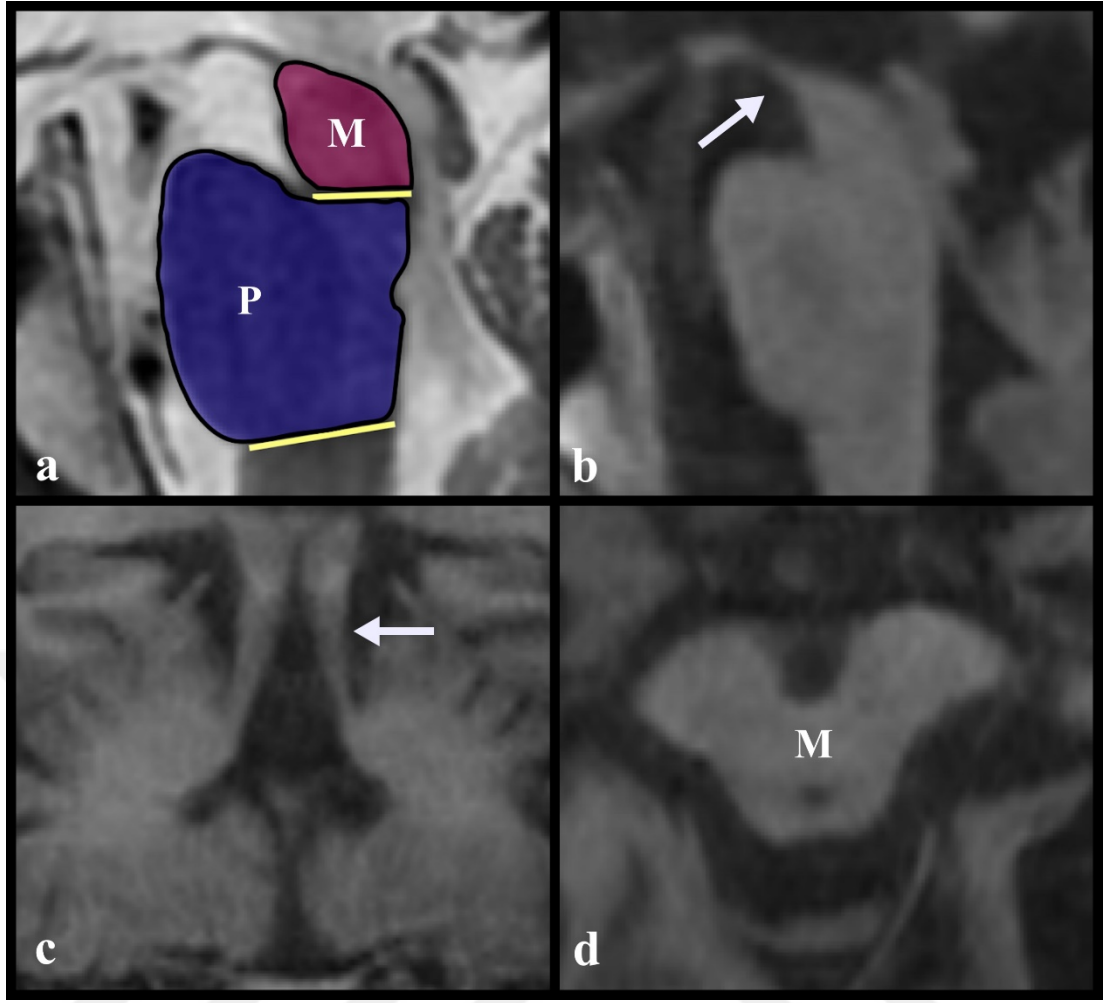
MSA C’li hastada MRG bulguları
